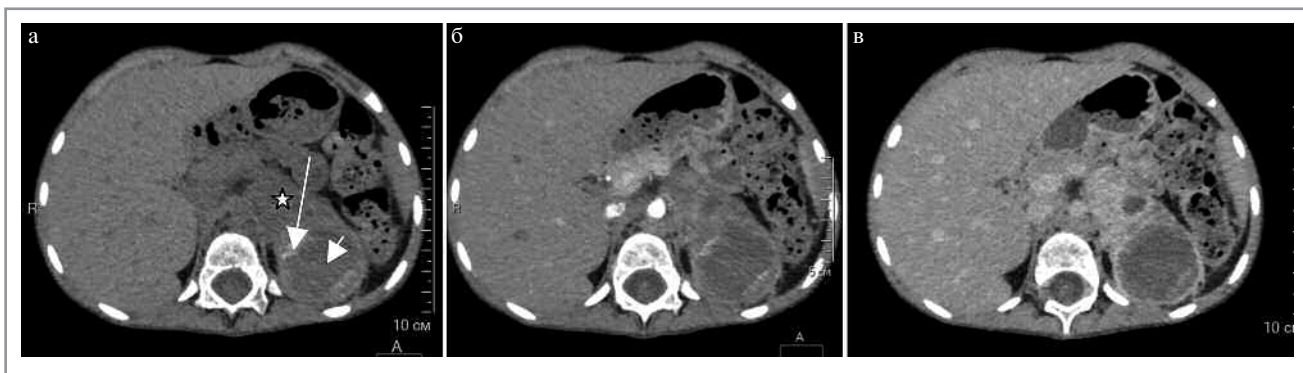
МСКТ, аксиальная проекция. Нейробластома левого надпочечника. КТ-изображения в аксиальной проекции: а – НФ; б – АФ; в – ВФ. В левом надпочечнике определяется неправильной формы образование с зонами обызвествлений (длинная стрелка) и участками некроза (короткая стрелка). Сольный компонент (звезда) умеренно накапливает контрастный препарат. (Изображения представлены с любезного разрешения д.м.н., проф. А.В. Горбунова и Д.Г. Коваленко, ГБУЗ «Морозовская детская городская клиническая больница» Департамента здравоохранения г. Москвы.)
